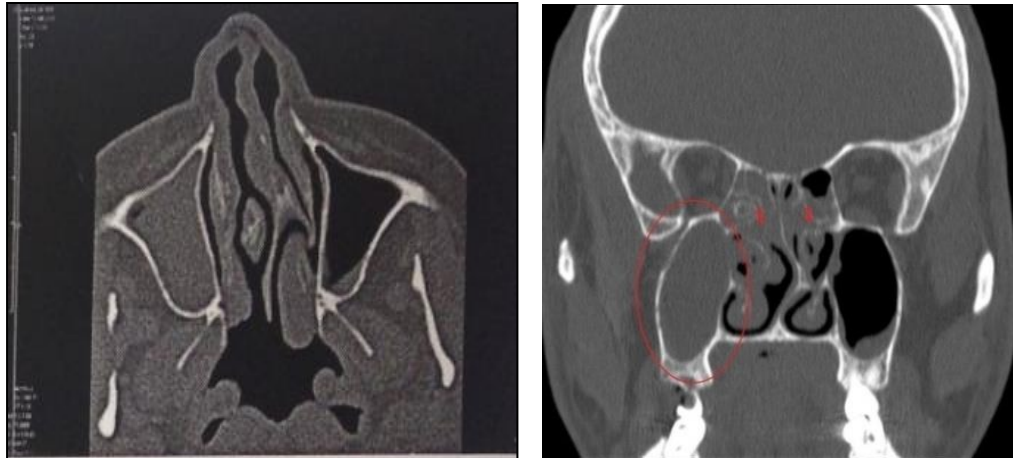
КТ носа и околоносовых пазух (аксиальная и коронарная проекции).
